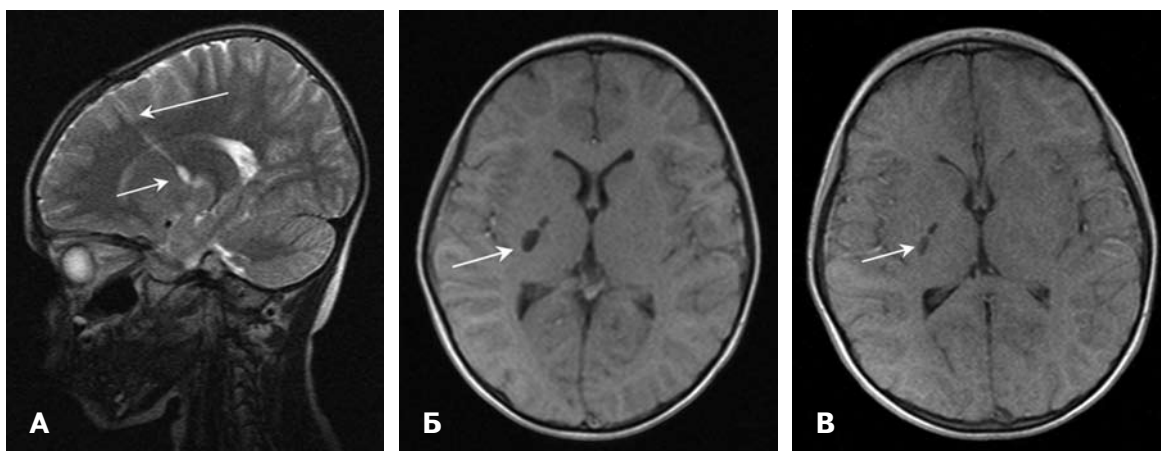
Глиома правой височно-подкорковой области. МРТ после проведения ПБ.
